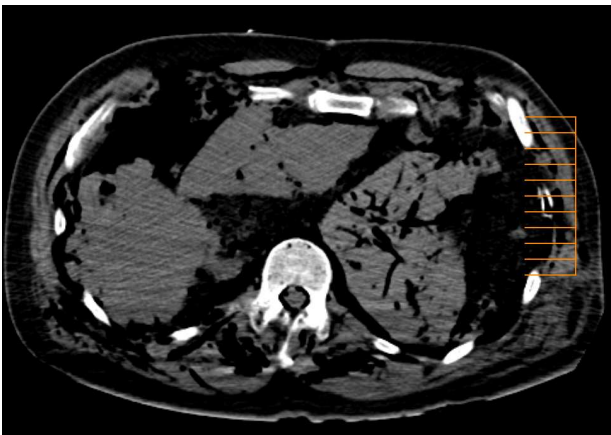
死後 CT 像。胸部に肝臓をはじめとする様々な臓器が認められる。
